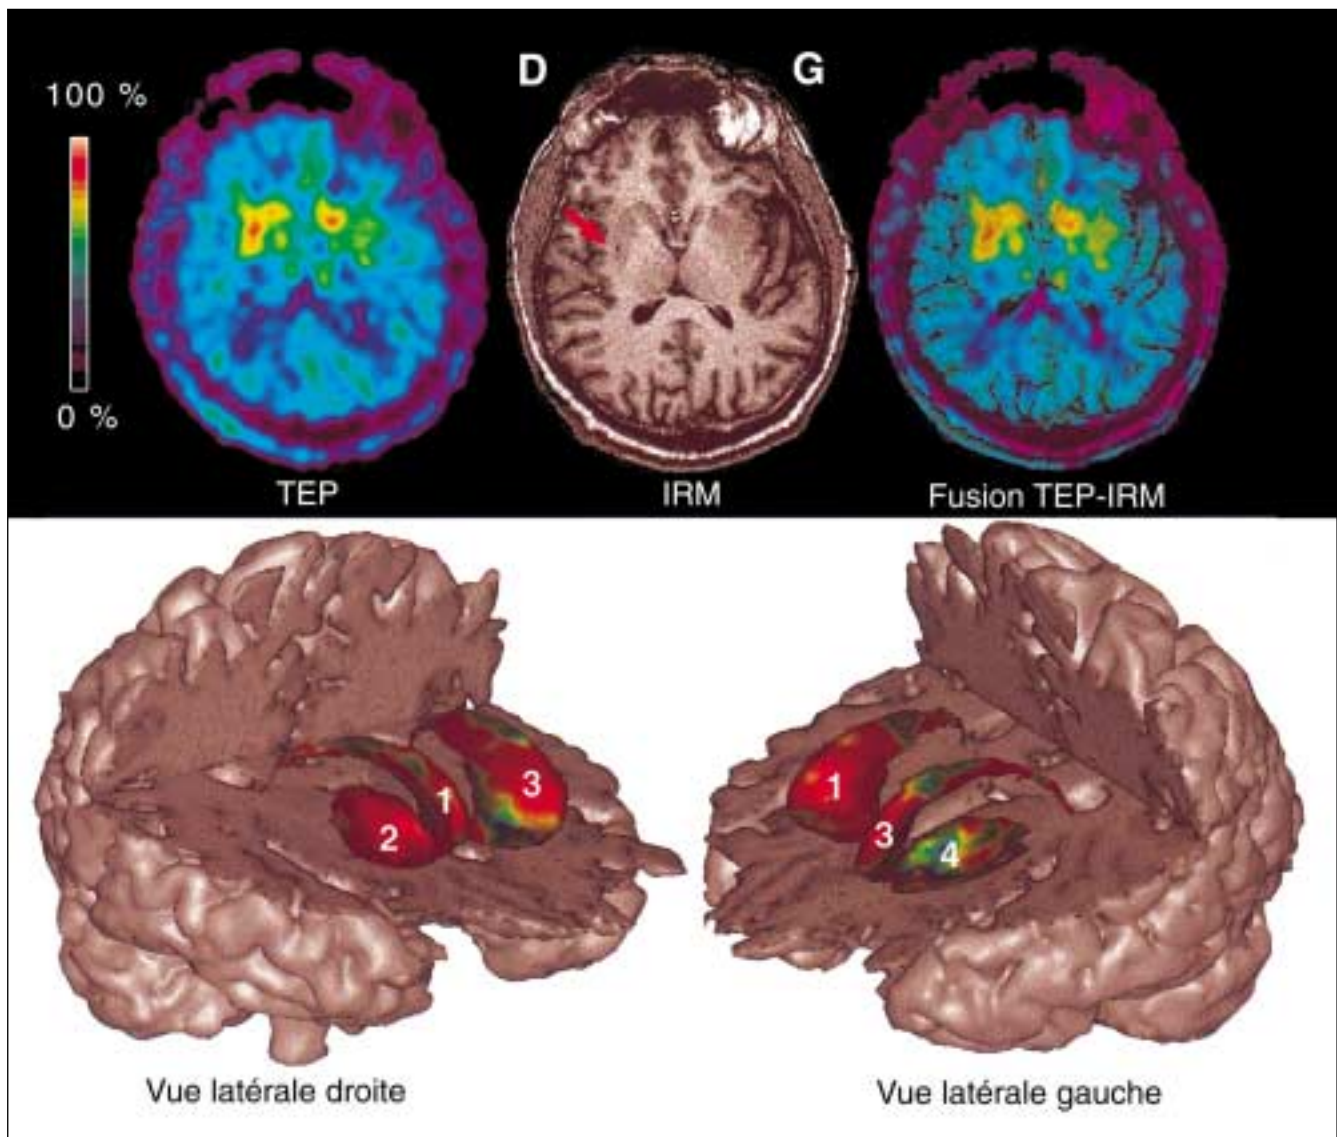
Fusion IRM-TEP chez un malade parkinsonien greffé. Ce patient a été greffé dans le putamen droit (à gauche sur les images). On voit sur la coupe IRM le puits de descente de l'aiguille pour l'implantation des cellules dans le putamen. À côté, l'image TEP au même niveau montre le captage du traceur plus marqué du côté greffé. En dessous, l'image de fusion TEP-IRM en 3 dimensions obtenue grâce à un logiciel développé dans notre institut (J.-F. Mangin et F. Poupon, CEA Orsay). Seul le captage striatal du traceur est représenté dans chacun des hémisphères: l'hémisphère droit est à gauche avec le noyau caudé (1) et le putamen (2), qui est le siège de la greffe; l'hémisphère gauche est à droite avec le noyau caudé (3) et le putamen (4). On constate que le captage du traceur dans le noyau caudé (3) est relativement préservé par rapport à celui du putamen (4) à gauche. Cet aspect est habituel dans la maladie de Parkinson. À l'inverse, du côté greffé, le captage du traceur dans le putamen (2) est augmenté, atteignant les valeurs de celle du noyau caudé (1). D: droite; G: gauche.
